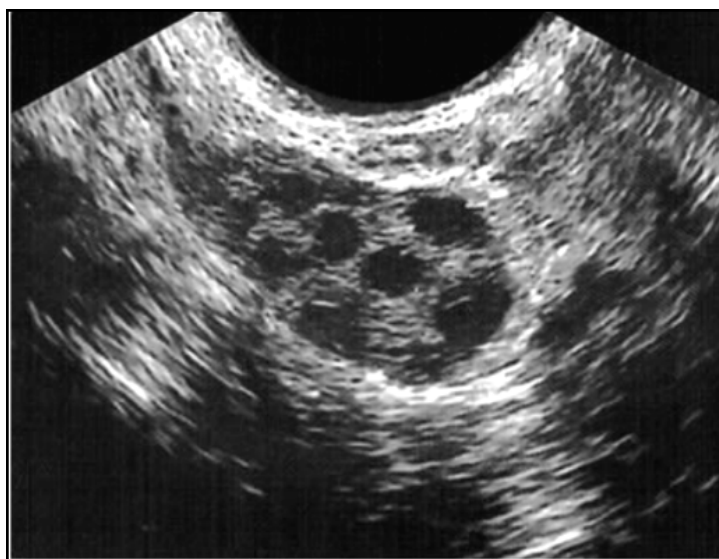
УЗИ левого яичника.
